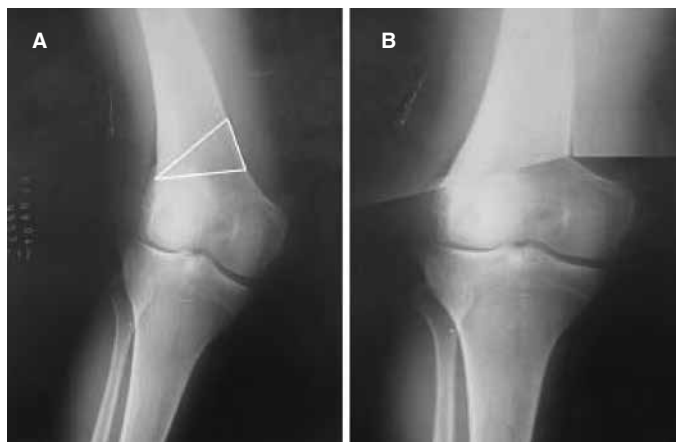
(A) Definição da cunha de ressecção. (B) Projeção da correção na radiografia em AP.
